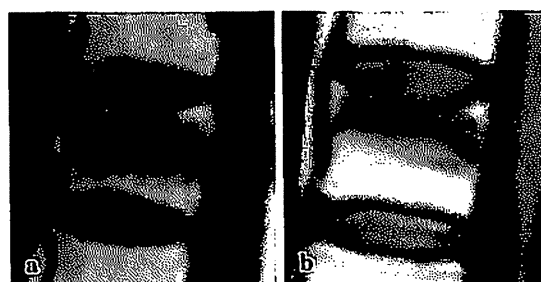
登録時（骨折時）MRI T1 強調画像による椎体内輝度変化の分類（文献 6 より引用）
